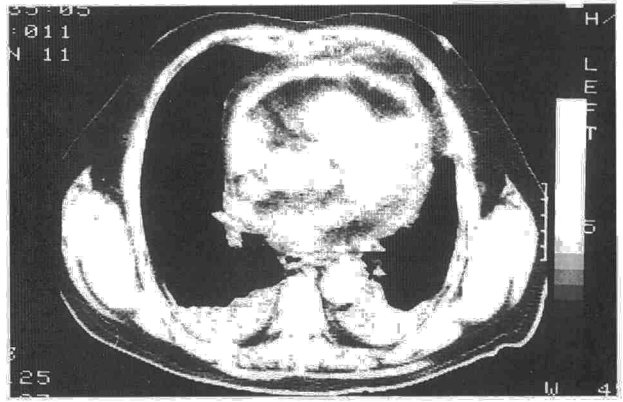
TC torácica en la que se aprecian derrames pericárdico y pleural bilateral y atelectasias en ambas bases pulmonares. No se observan adenopatías ni condensaciones pulmonares.
